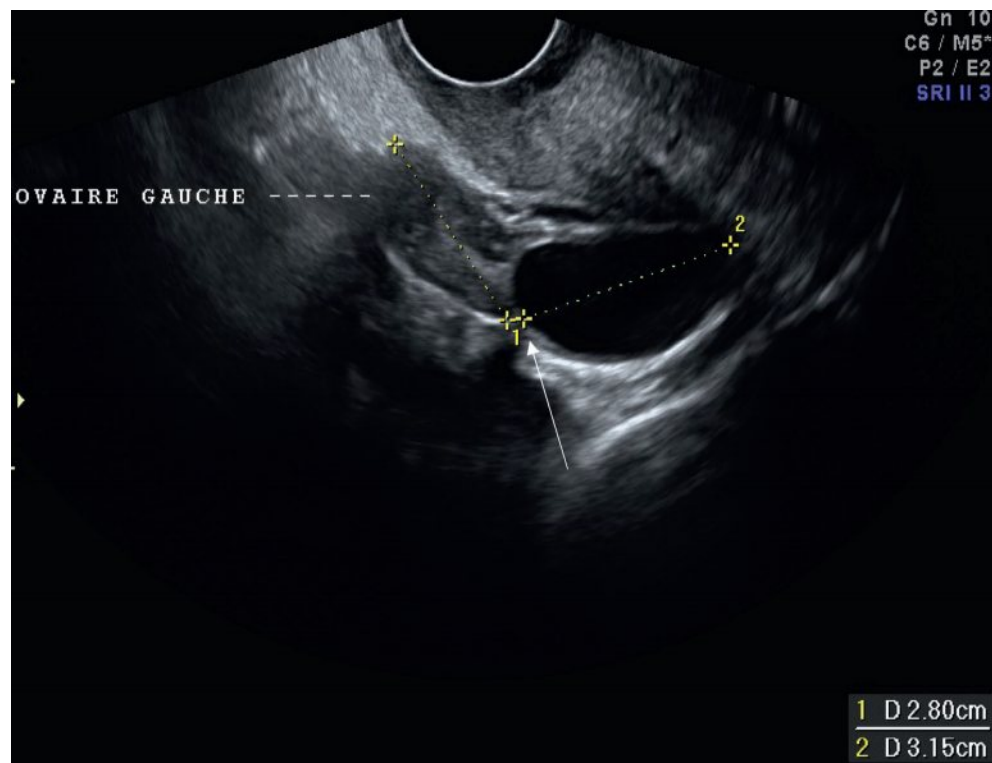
Kyste de 31 mm à développement exo-ovarien, dont le raccordement à l'ovaire est perceptible en raison du signe du croissant (flèche). Sa nature fonctionnelle sera prouvée par le contrôle échographique à 3 mois.
